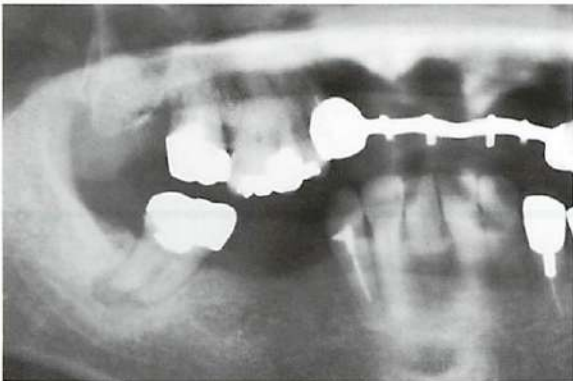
7の根尖に境界明瞭なX線透過像がみられ、菌根嚢胞が疑われる。
